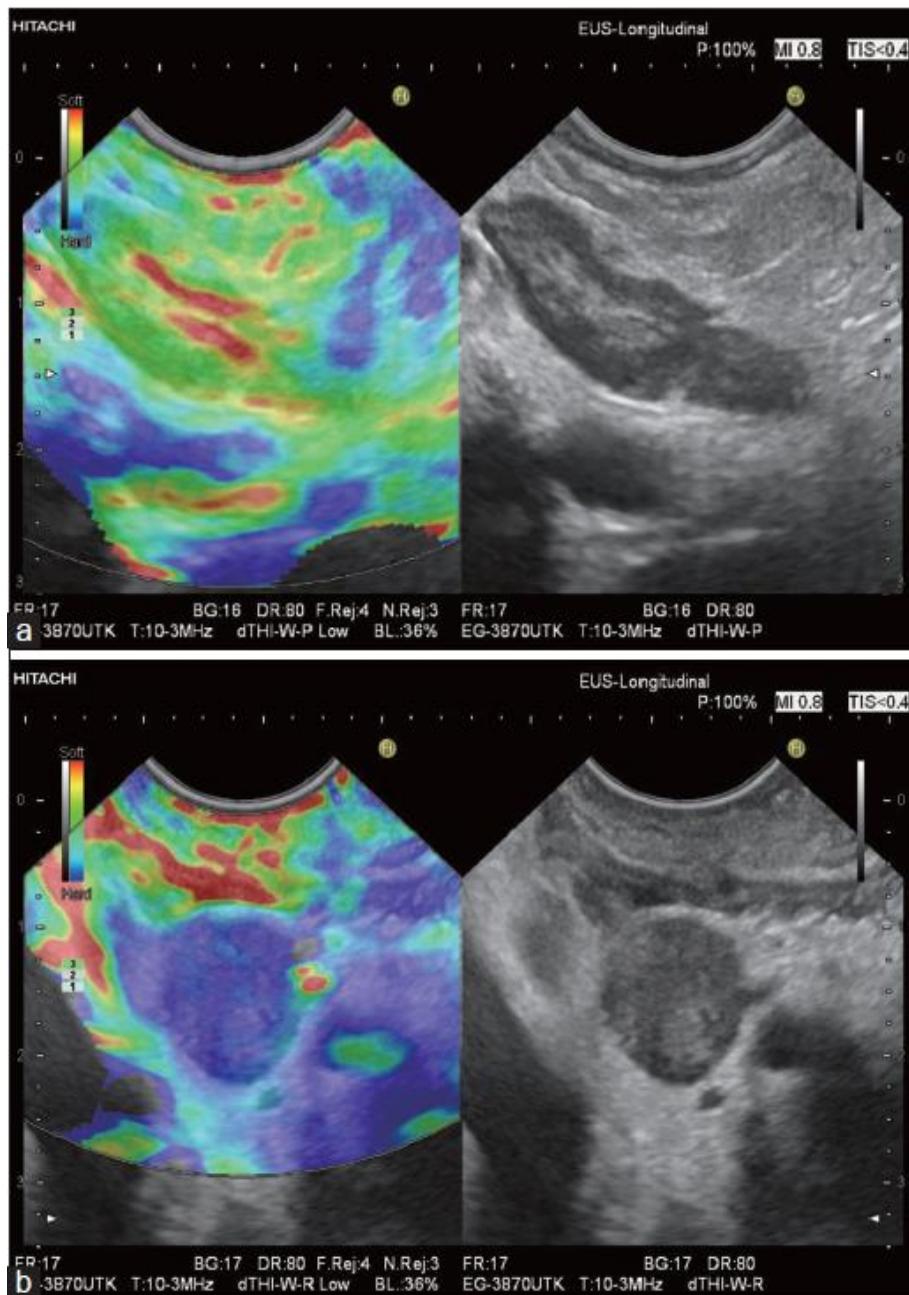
Dos adenopatías periduodenales en un paciente con cáncer de páncreas: A) Adenopatía reactiva. Idéntica elasticidad comparada con tejido conectivo de alrededor (predominantemente verde). Estructuras hiliares en amarillo y rojo. B). Adenopatía metastásica. Redondeada y homogéneamente de mayor dureza (azul). Imagen extraída de Christoph F. Dietrich et al, Endoscopic ultrasound: Elastographic lymph node evaluation. Endoscopic ultrasound 7Jul-Sep 2015/Vol 4/Issue 3. (45)
